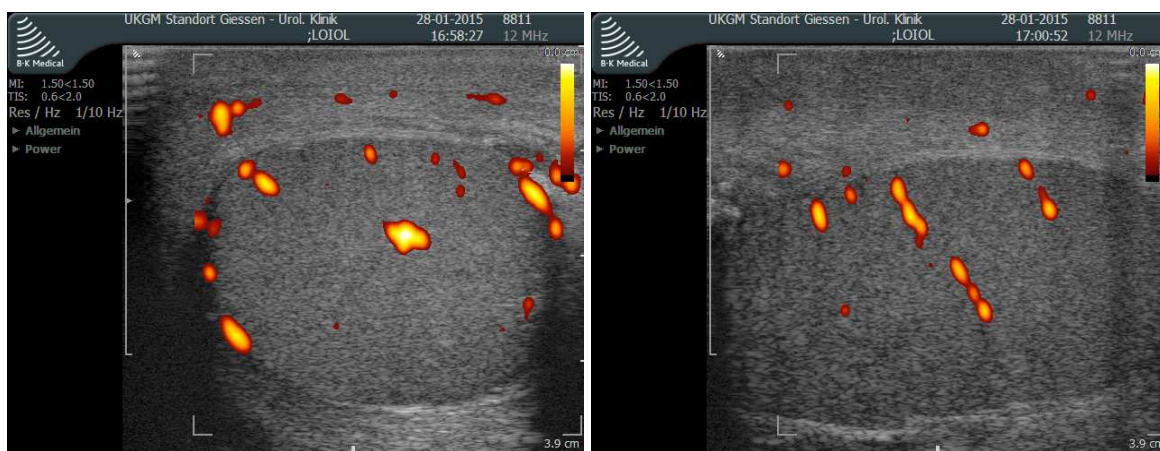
Subkapsuläre (links) und intratestikuläre Arterien (rechts) des Hodens in der Farbduplexsonografie (Power-Doppler)
